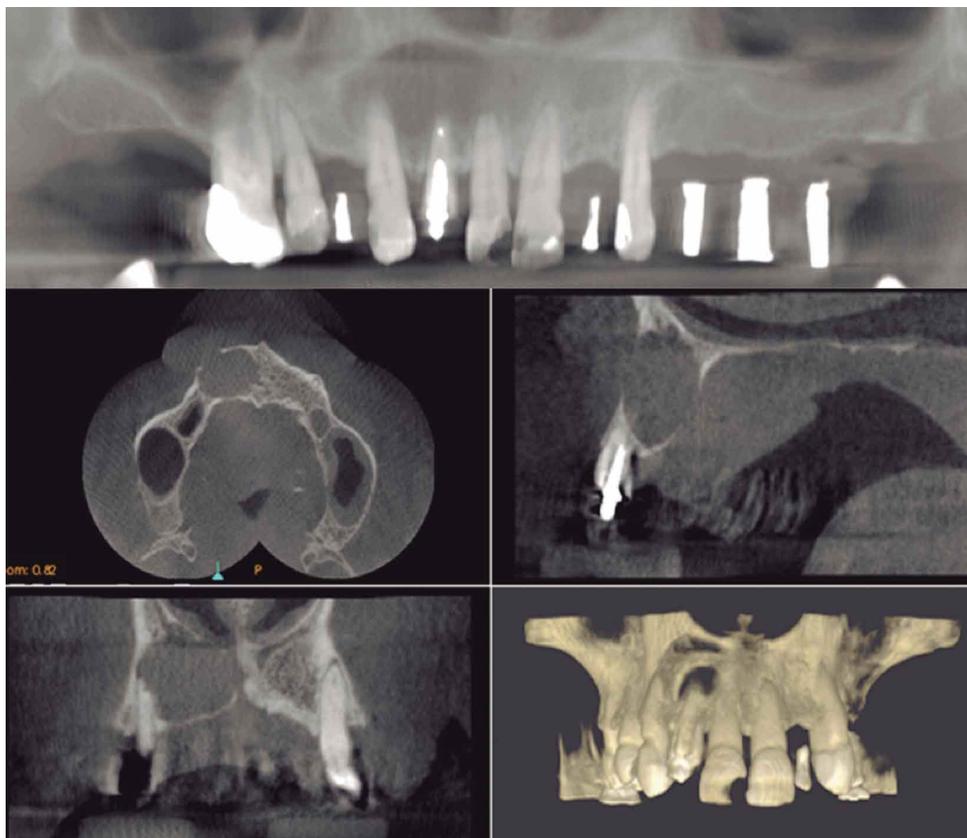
Imágenes de Tomografía Computadorizada Cone-beam, donde se aprecia la lesión.
